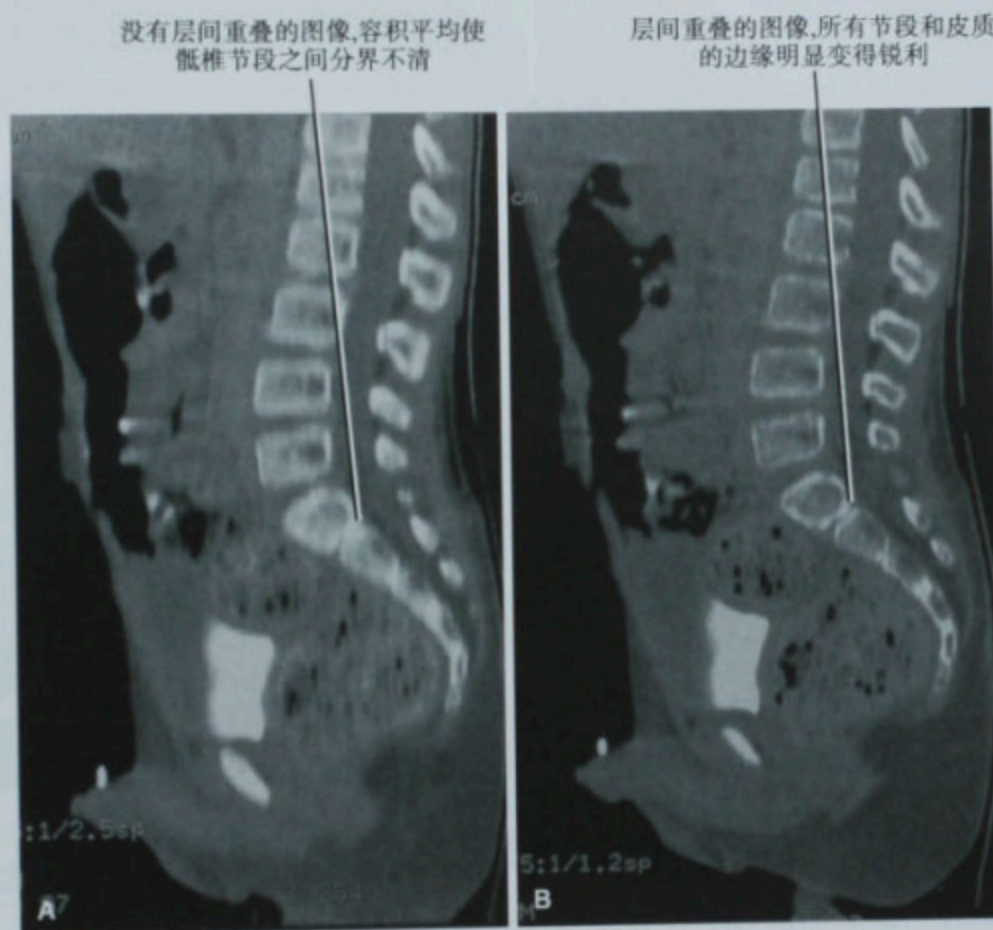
用层厚和层间隔均为 2.5mm 的 CT 数据重建的矢状面图像(A),然后用层厚 2.5mm 以及 1.25mm 重叠层间隔重建的图像(B)
